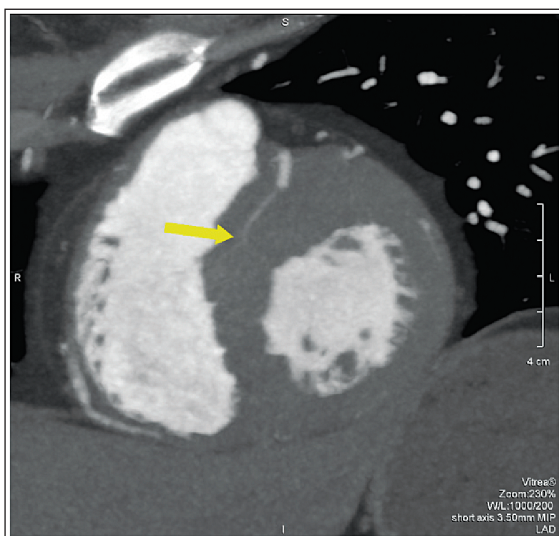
Двокамерне КТ-зображення по довгій (ліворуч) і по короткій осі (праворуч)
